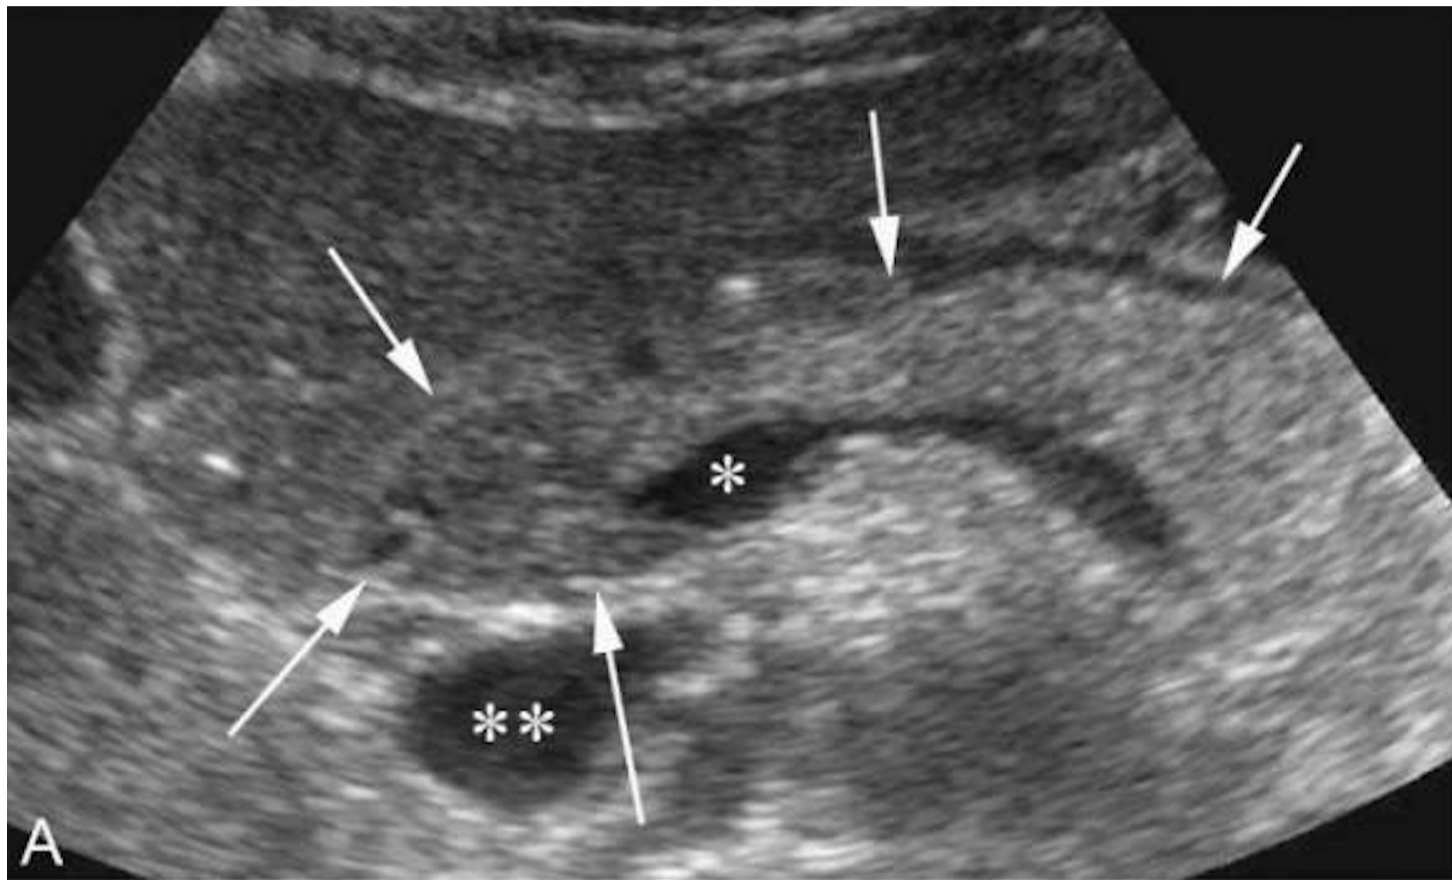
Pancréas en coupe axiale échographique.
